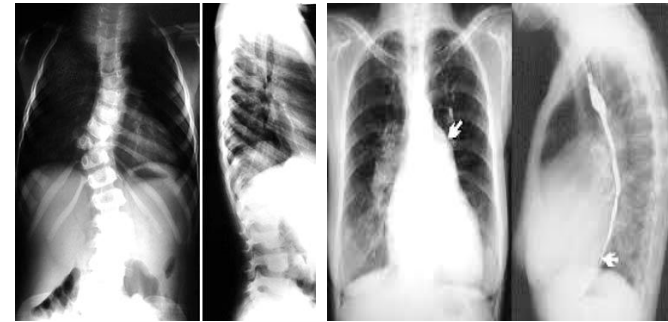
Рентгенологічні обстеження хребта
